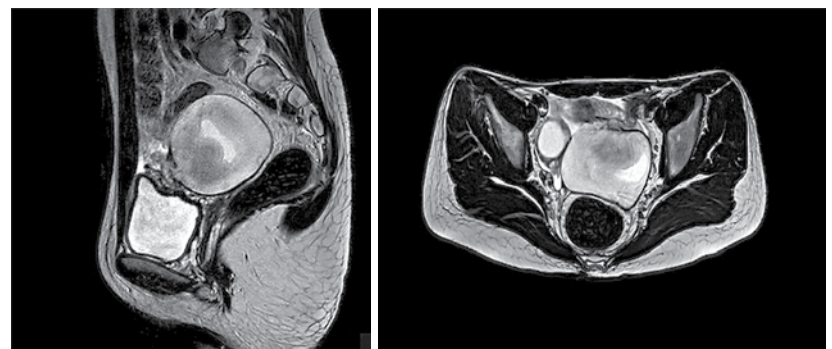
МРТ ОМТ пациентки А., 11 лет: объемное образование в проекции левых придатков матки
